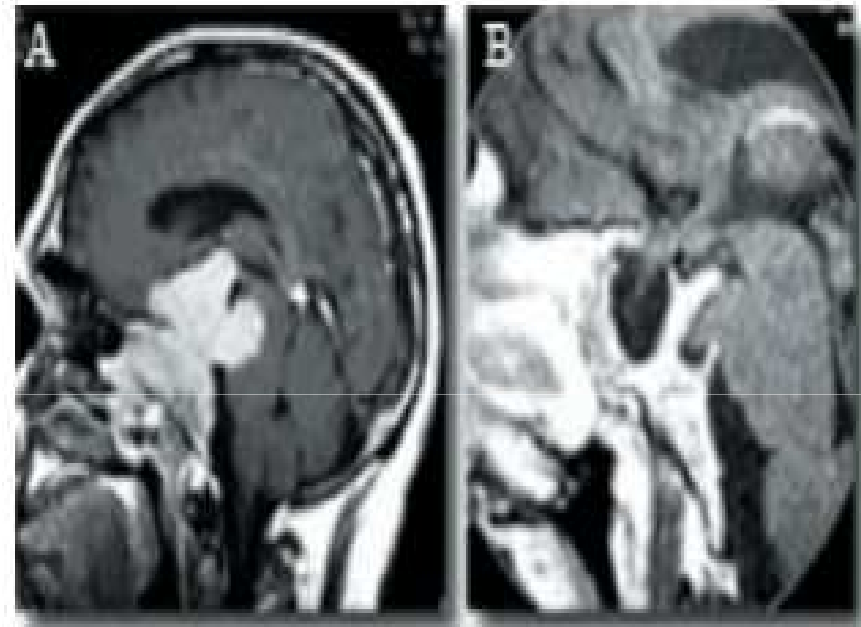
RM de un prolactinoma. A. Antes de iniciar tratamiento farmacológico. B. RM del mismo paciente, tras el tratamiento con dopaminérgicos: silla turca vacía secundaria.
